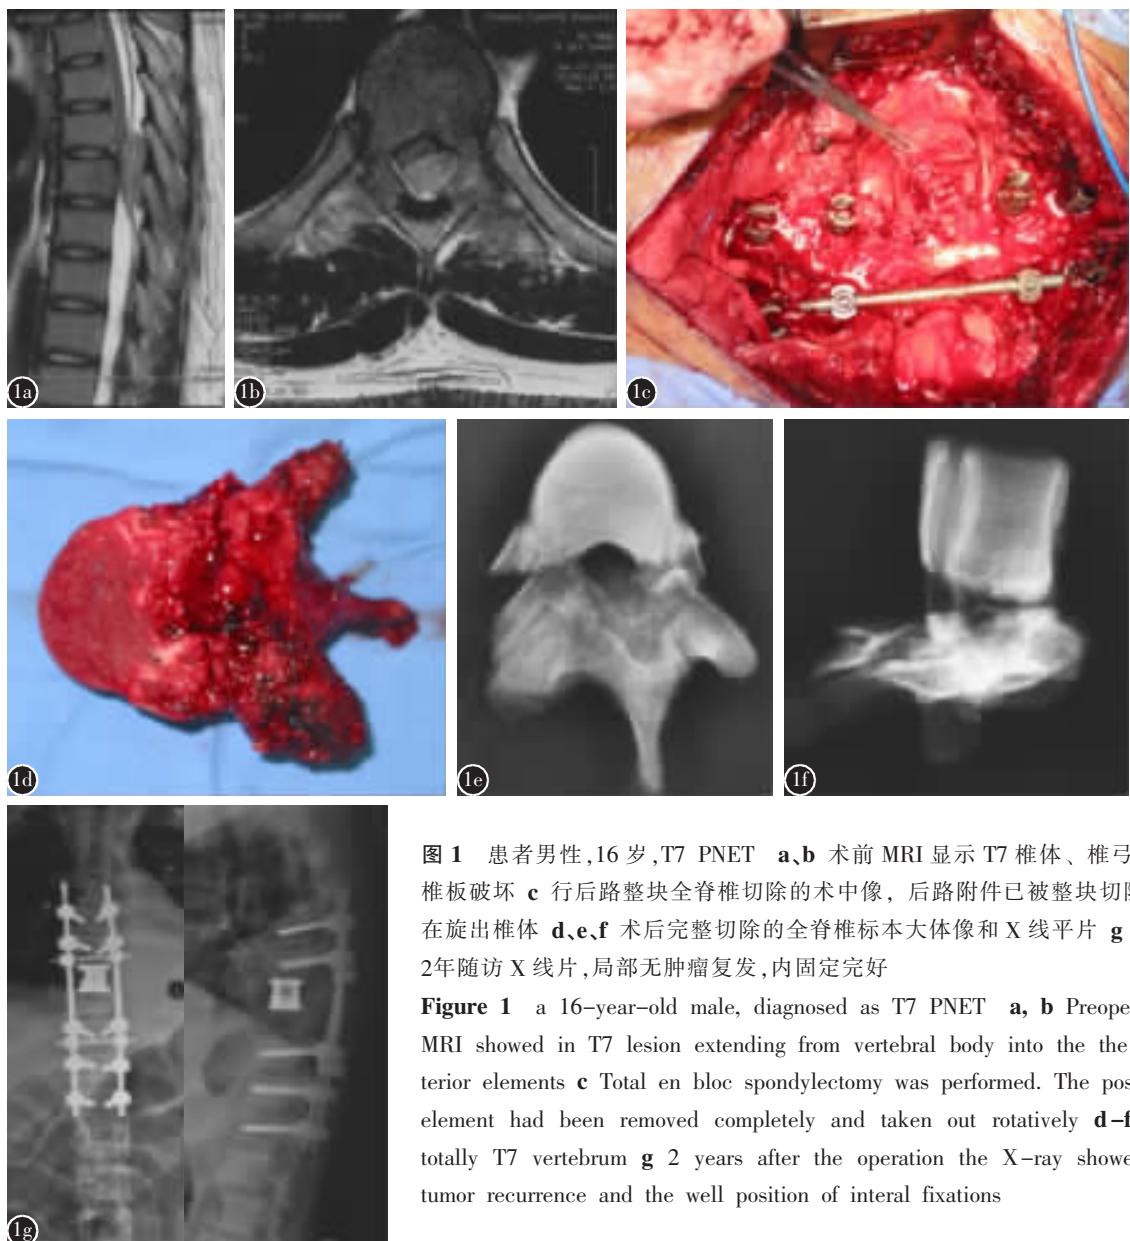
患者男性,16岁,T7 PNET a,b 术前MRI显示T7椎体、椎弓根及椎板破坏 c 行后路整块全脊椎切除的术中像,后路附件已被整块切除,正在旋出椎体 d,e,f 术后完整切除的全脊椎标本大体像和X线平片 g 术后2年随访X线片,局部无肿瘤复发,内固定完好
